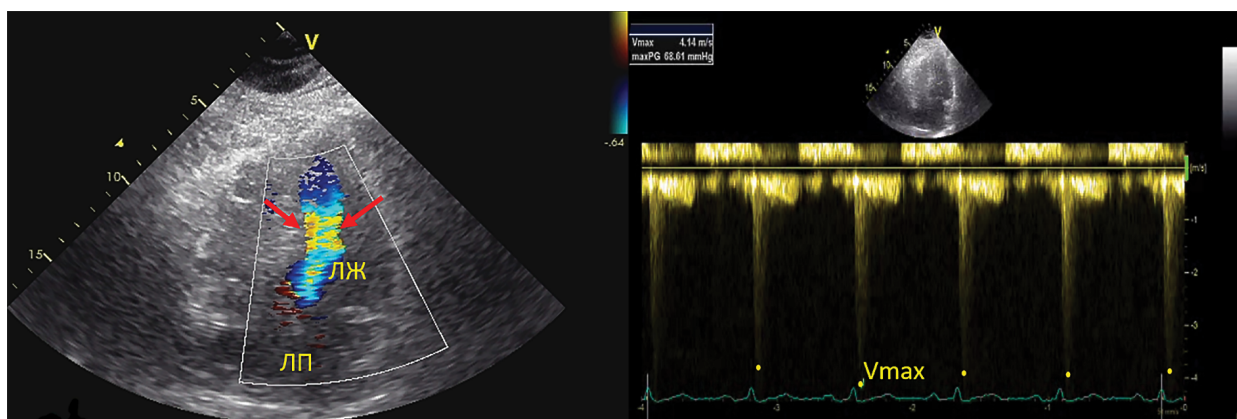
Данные эхокардиографии пациентки К., 58 лет. Слева — в верхушечном четырехкамерном сечении визуализируется выраженная симметричная гипертрофия стенок и турбулентный кровоток в средней части левого желудочка. Справа — градиент среднежелудочковой обструкции составляет 68,6 мм рт. ст.
